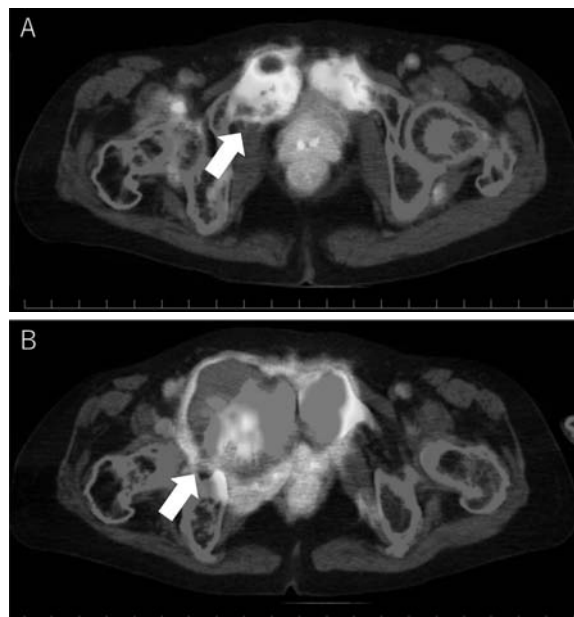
Fluorodeoxyglucose-positron emission tomography after treatment for prostate cancer. (A) 1 year later; (B) 2 years later (arrows).
